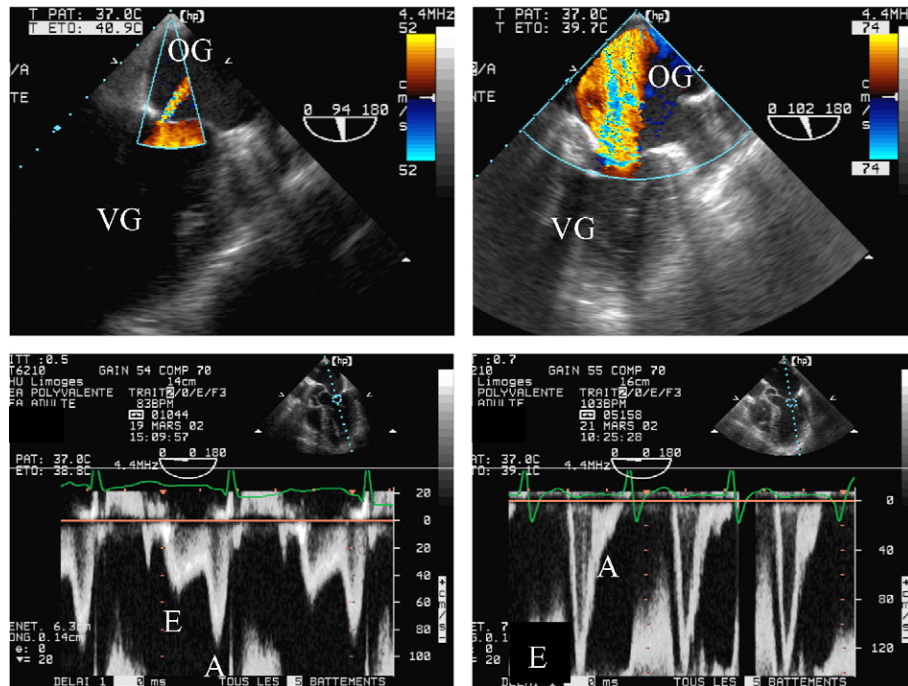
Exemple d'insuffisance mitrale ischémique aiguë identifiée en échocardiographie transœsophagienne au décours d'un échec d'épreuve de pièce en T. Ce patient a été ventilé pour œdème pulmonaire cardiogénique. Sous respirateur (à gauche), on note une insuffisance mitrale négligeable centrale en doppler couleur (en haut) et un profil Doppler mitral en faveur d'une dysfonction diastolique sans élévation des pressions de remplissage (en bas). L'épreuve de pièce en T échoue rapidement en raison de la réapparition d'un œdème pulmonaire. Ce nouvel épisode est lié à l'apparition d'une insuffisance mitrale aiguë sévère (à droite) rapidement identifiée en doppler couleur (en haut) et à l'origine d'une élévation brutale et importante des pressions de remplissage du ventricule gauche reflétée par un profil Doppler mitral restrictif (en bas).
